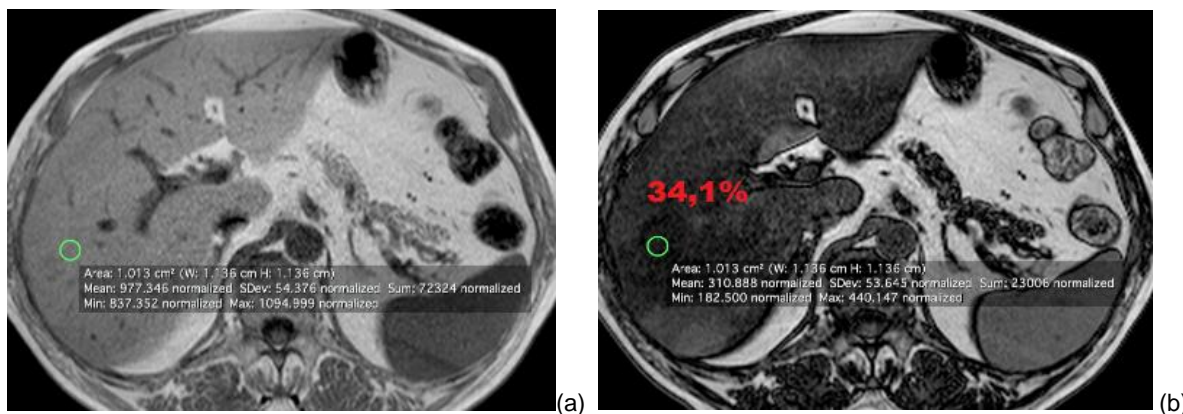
Estratégia 1 do grupo 2*. Imagens axiais em fase (a) e fora de fase (b) do fígado. Cada círculo verde representa o ROI selecionado de 1cm² com os valores fornecidos pela RM abaixo. Em vermelho, o valor da fração de gordura calculado.
